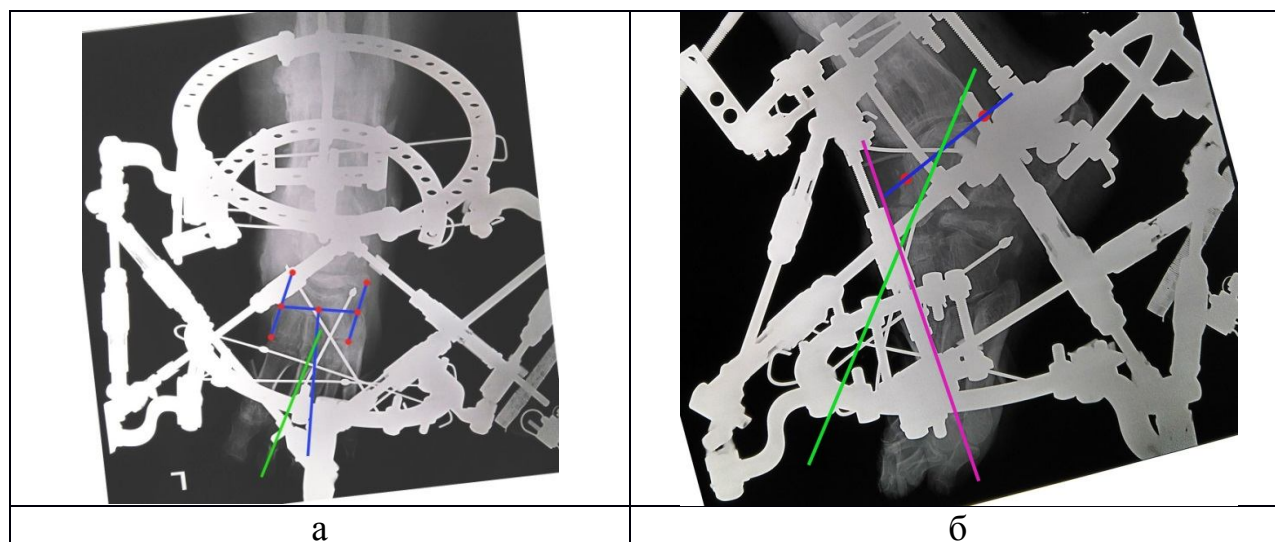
Рентгенограммы стопы с проведенными референтными линиями: а – тыльно-подошвенная проекция; б – боковая проекция
